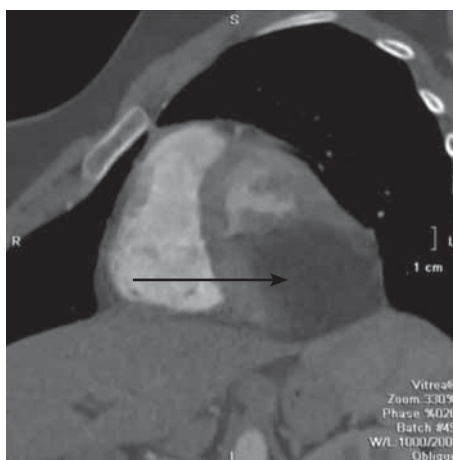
КТ сердца пациентки М. Короткая ось КТ сердца показывает гигантскую, хорошо очерченную массу (указана стрелкой) с плотностью жира –110 НУ, которая заменяет и расщепляет миокард нижнего и нижелатерального сегментов левого желудочка на базальном и мезовентрикулярном уровне
